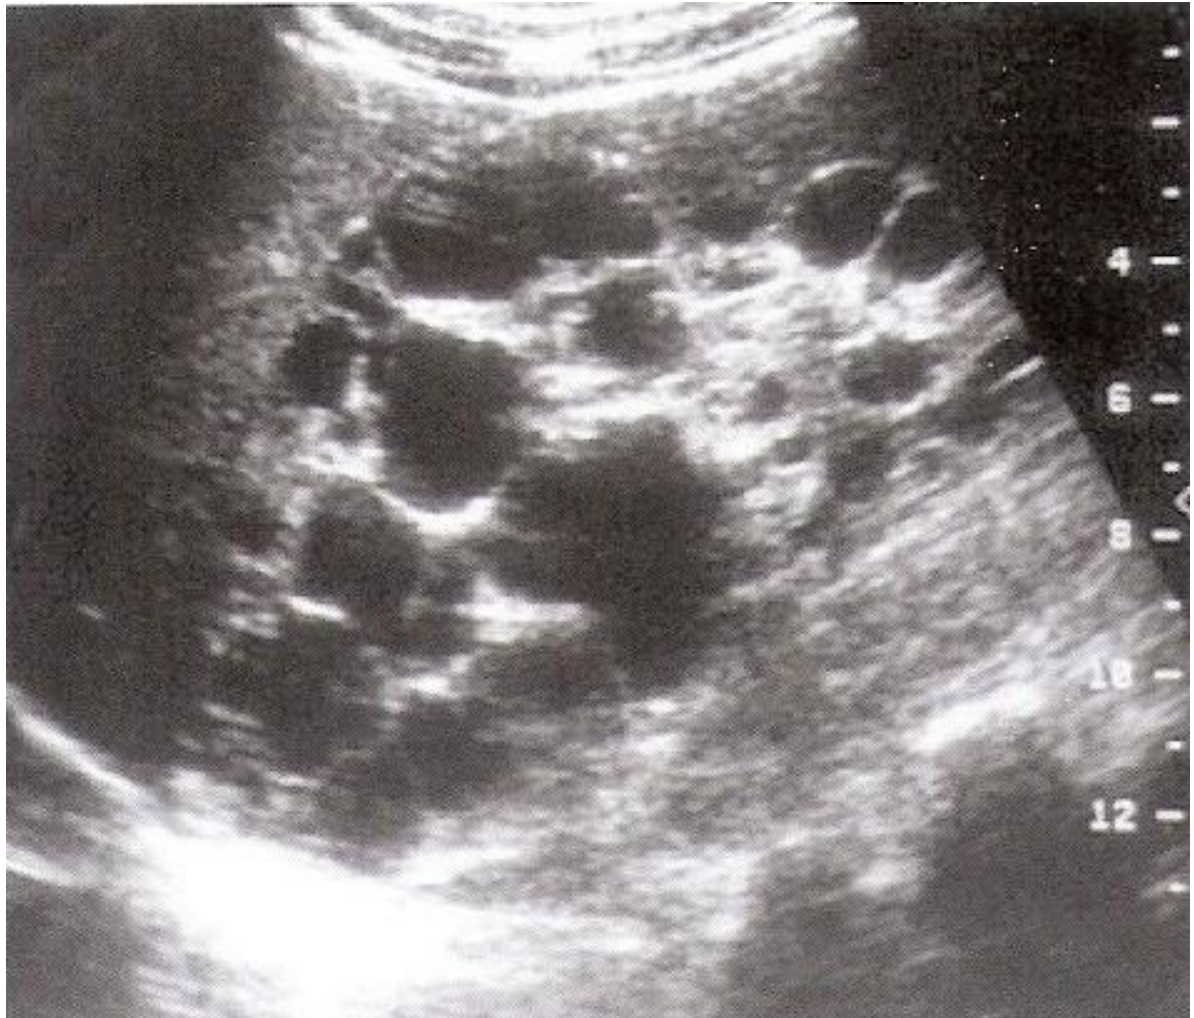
Ultrassonografia de um rim com múltiplos cistos anecoicos presentes no parênquima renal.
